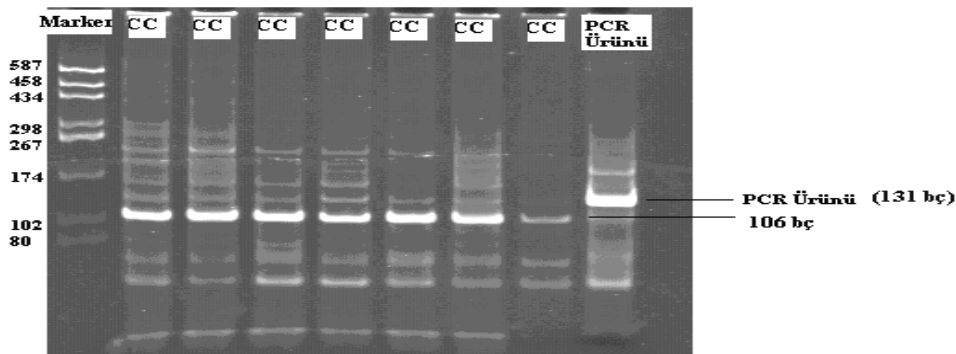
850 C/T polimorfizminde normal (CC) ve polimorfik (CT,TT) genotiplerin PAGE görüntüsü
